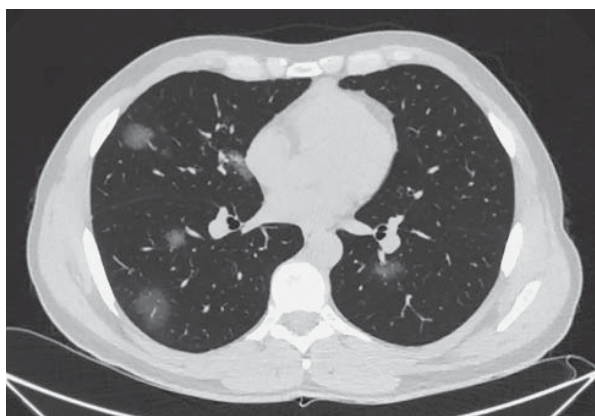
High resolution lung CT. Male, 38 years old. Rounded "foci" of GGO are determined.
